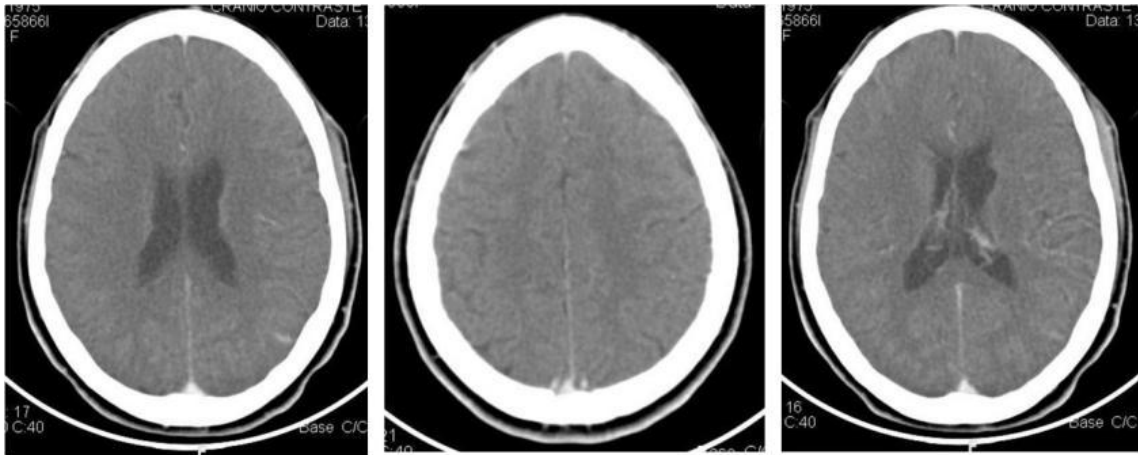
Tomografia Computadorizada (Com contraste) de 13 de setembro de 2012
